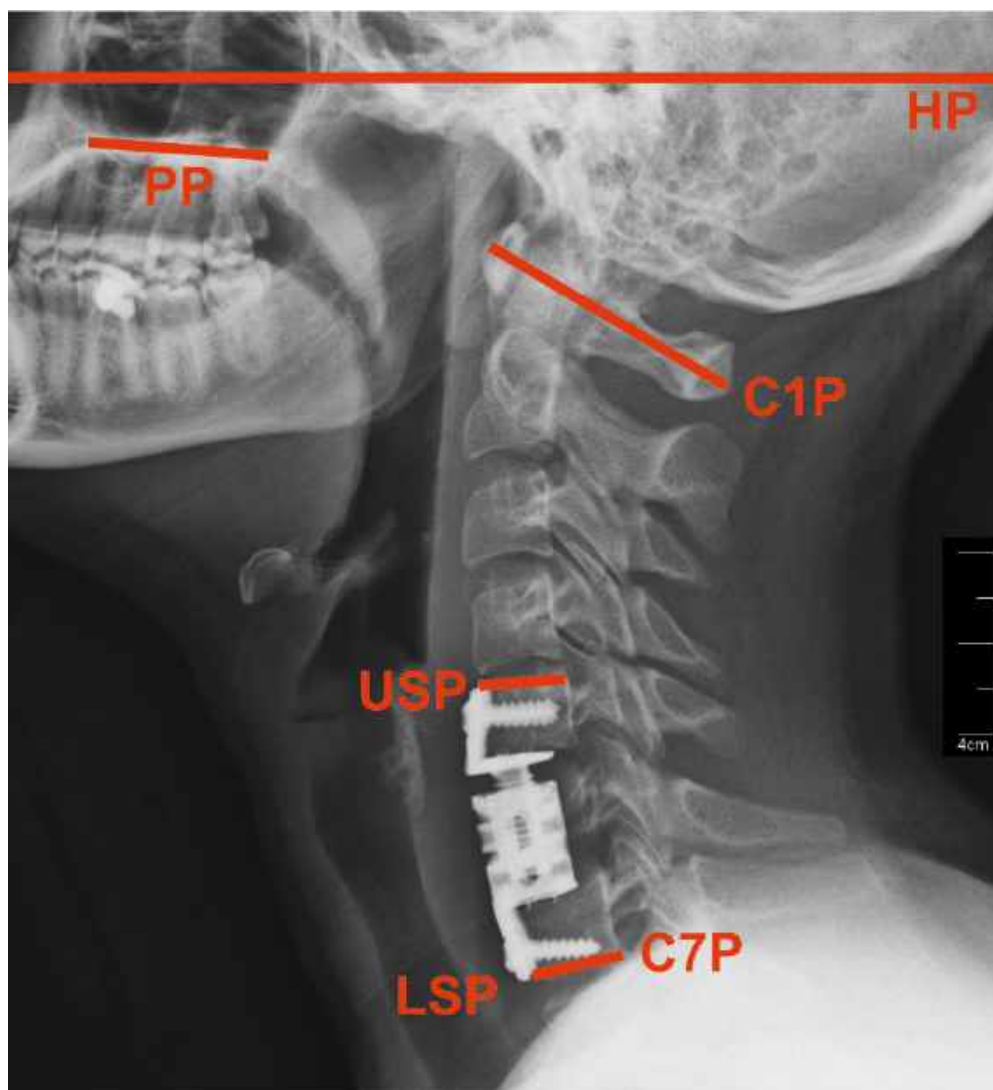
Рентгенографія ШВХ в бічній проекції (2 група, термін 2 місяці після операції). Вказані основні лінії, що використовуються для обчислення показників загального шийного лордозу і сегментарного кіфозу
